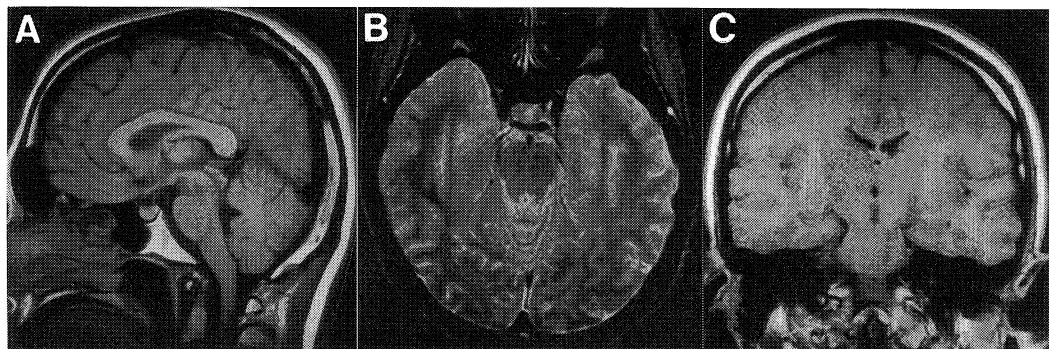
Brain MRI shows no abnormal findings
